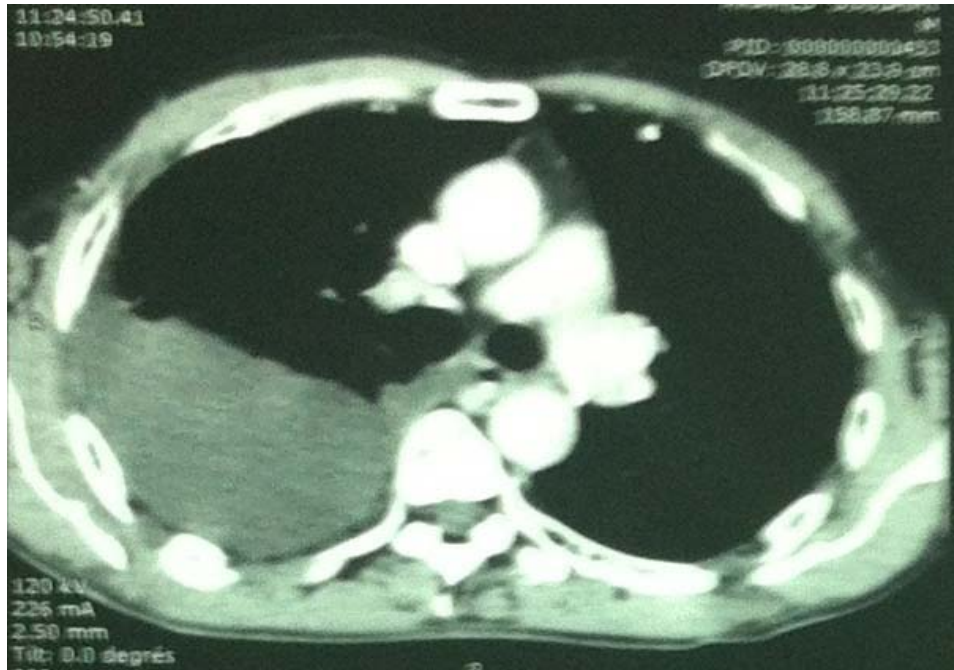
Coupe axiale d'une TDM thoracique montrant un épanchement pleural liquidien de moyenne abondance au niveau de l'hémithorax droit chez un de nos patients.
